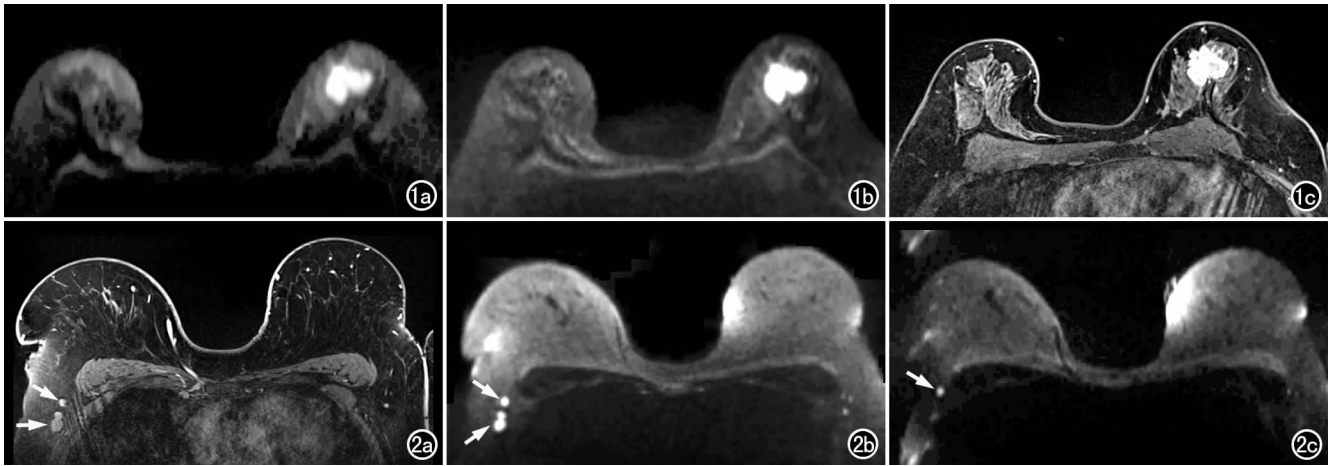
左侧乳腺浸润性癌。SS-EPI-DWI 的图像质量明显优于 SS-EPI-DWI,对肿瘤的显示效果更接近对比增强压脂 T₁ WI。a)SS-EPI-DWI(b=800s/mm²); b) RS-EPI-DWI(b=800s/mm²);c)对比增强压脂 T₁ WI。
